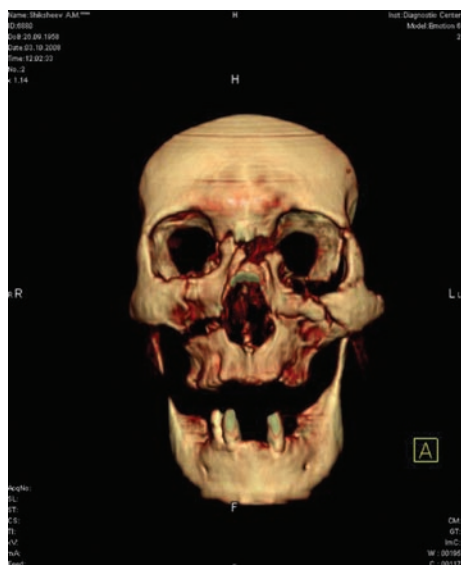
КТ черепа пациента с субкраниальным переломом
